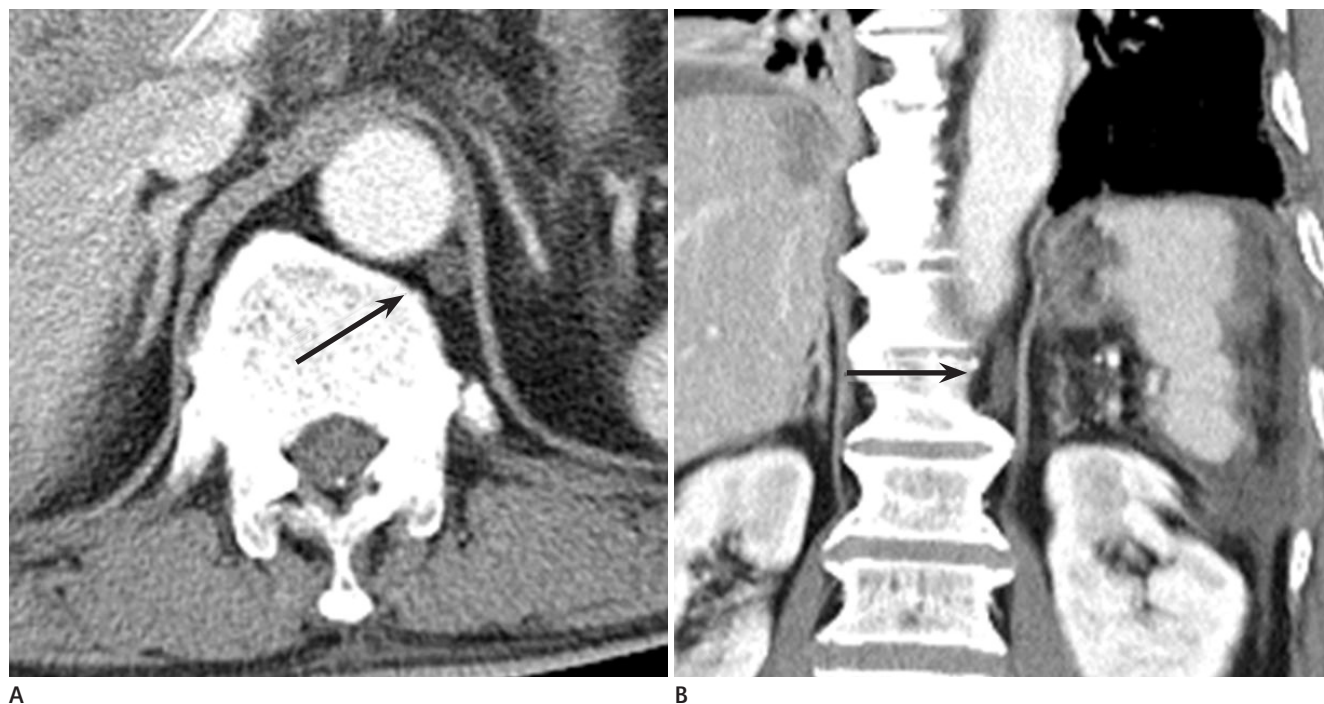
A 70-year-old man with CBD cancer. The post contrast axial CT (A) shows a oval retrocrural structure between the aorta and the left crux of the diaphragm representing cisterna chyli (arrow). Coronal reformation (B) shows a fusiform shape with craniocaudal extension.
